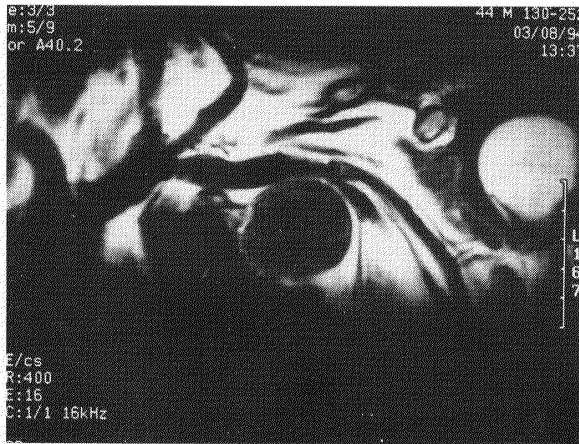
Chest MRI shows that a mass compresses left subclavian artery and vein, but no invasion.
